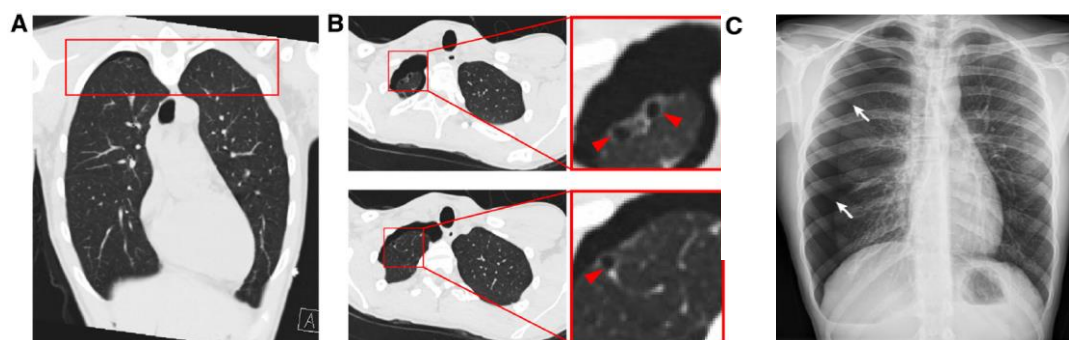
Cortes de TC coronal (A) y axial (B) que muestran neumotórax residual asociado a *vaping*. Los cortes del recuadro rojo (ampliaciones de la imagen A) resaltan la presencia de ampollas apicales (puntas de flecha). En la radiografía de tórax (C) también se aprecia el neumotórax derecho (flecha) (28).
